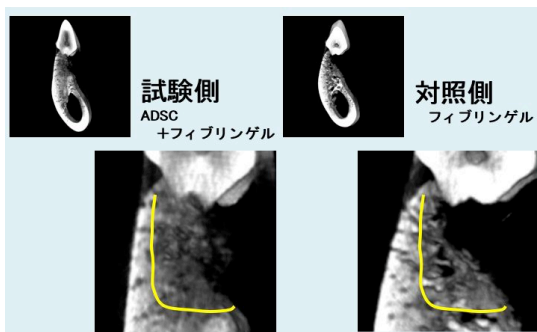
2級根分岐部歯周組織欠損へのADSC移植6週後のマイクロCTによる解析
